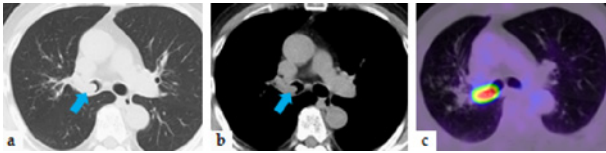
Chest CT & FDG-PET findings. (a, b) A chest CT scan showed the tumor to occupy the right main bronchus (arrow). (c) An increasing FDG uptake (SUVmax=12.8).
